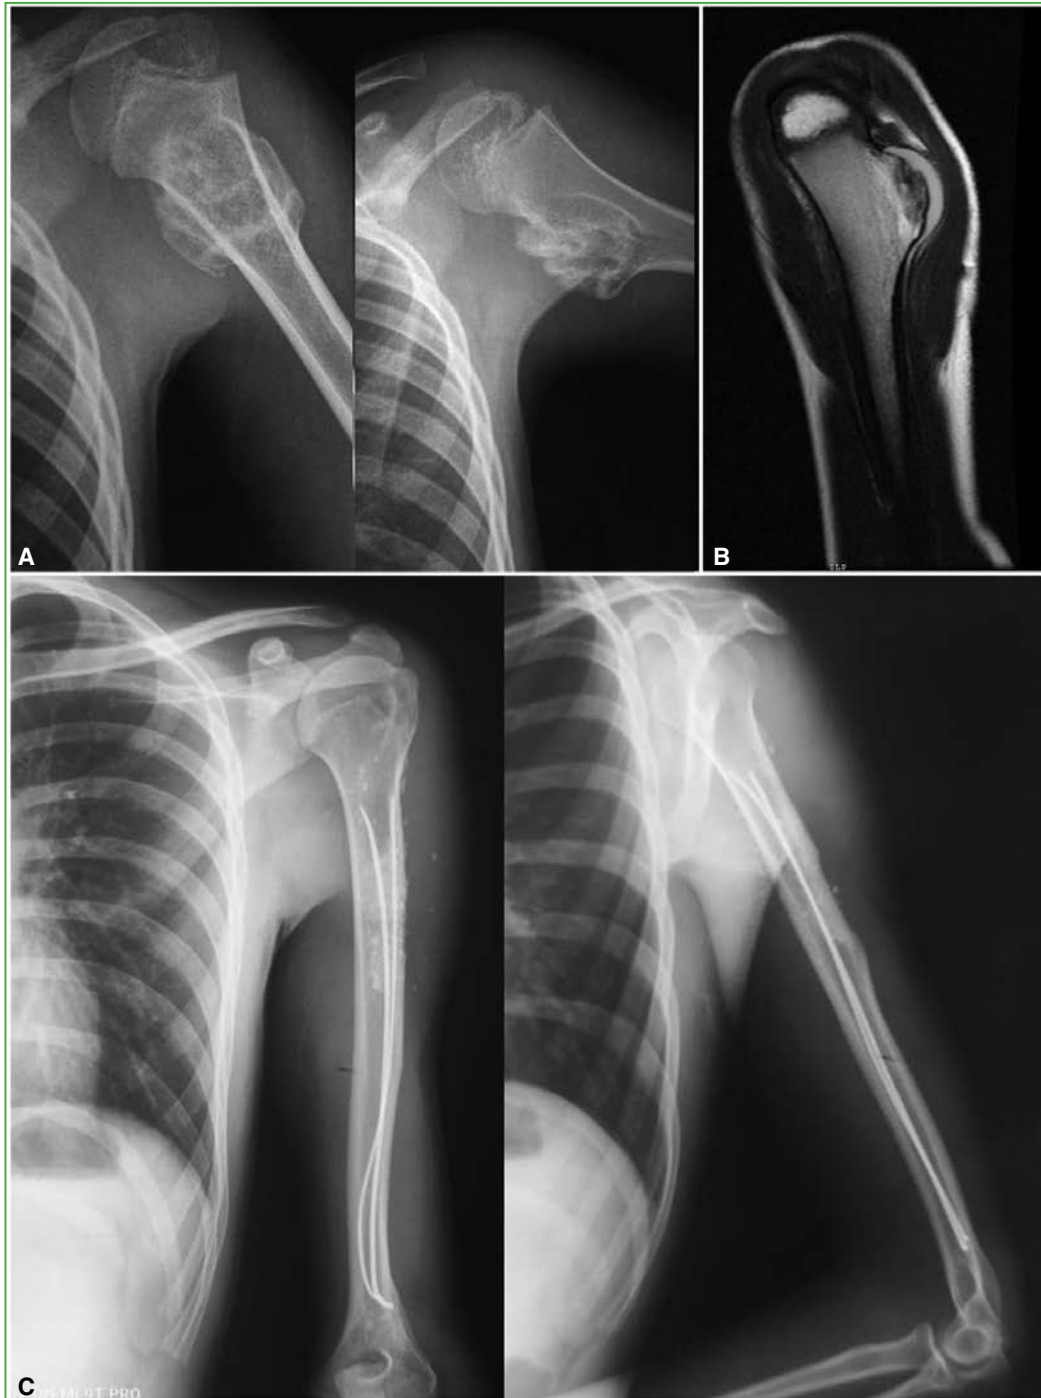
Caso 2. A. Radiografías del extremo proximal de húmero, anteroposterior y de perfil. Se visualiza un osteocondroma (57,5 cm³). B. Resonancia magnética de hombro, corte coronal, secuencia T1. Se observan las dimensiones del tumor y su capa cartilaginosa. C. Radiografías de húmero, de frente y de perfil, más de 6 años después de la cirugía. Reconstrucción estable adquirida.
